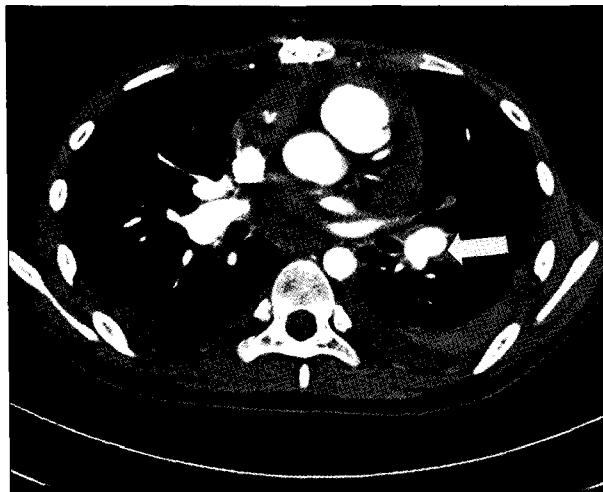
Immediate postoperative chest CT shows reduction of eccentric pulmonary thrombus below the level of both interlobar pulmonary artery.
